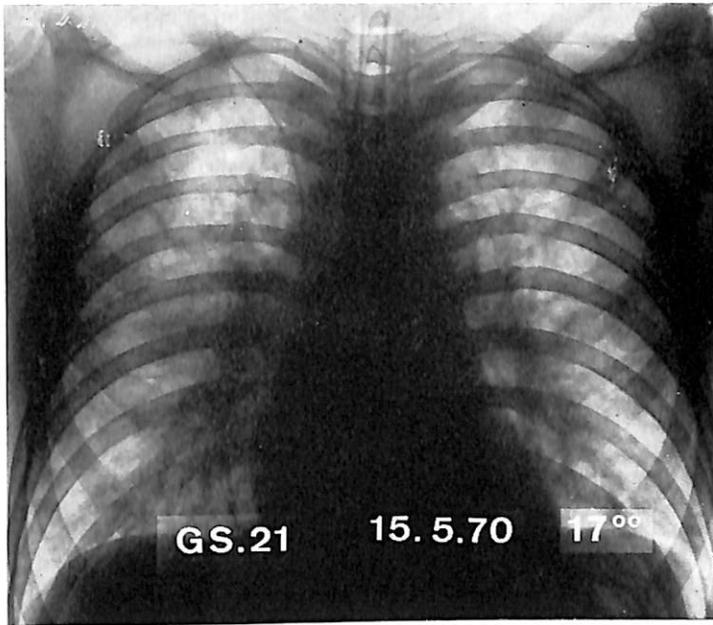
Radiographie du thorax immédiatement après le début de l'hypoxie, avant respiration assistée: aspect «en tempête de neige» des 2 champs pulmonaires. (cathéter de la veine cave sup.)
